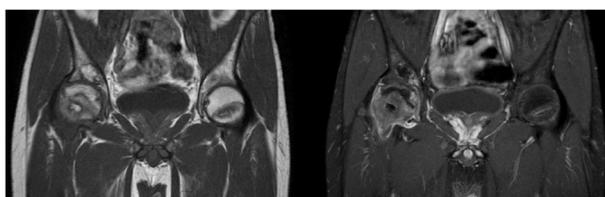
ステロイド投与開始 1 年 4 か月後の股関節造影 MRI. 右大腿骨頭骨端線の近位と遠位の T1 低信号域で囲まれた部分は造影効果を認めない。
